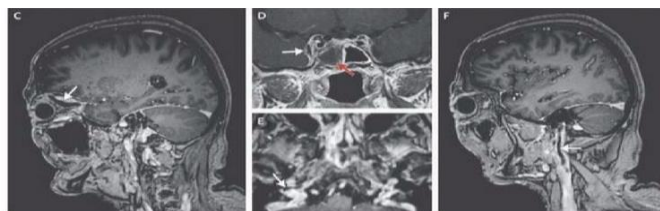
Тромбоз кавернозного синуса (МРТ).
